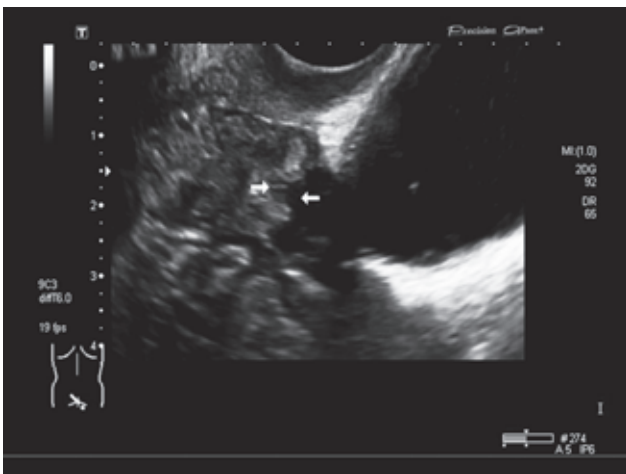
ТВУЗИ с контрастированием прямой кишки: инвазия опухоли в стенку прямой кишки
